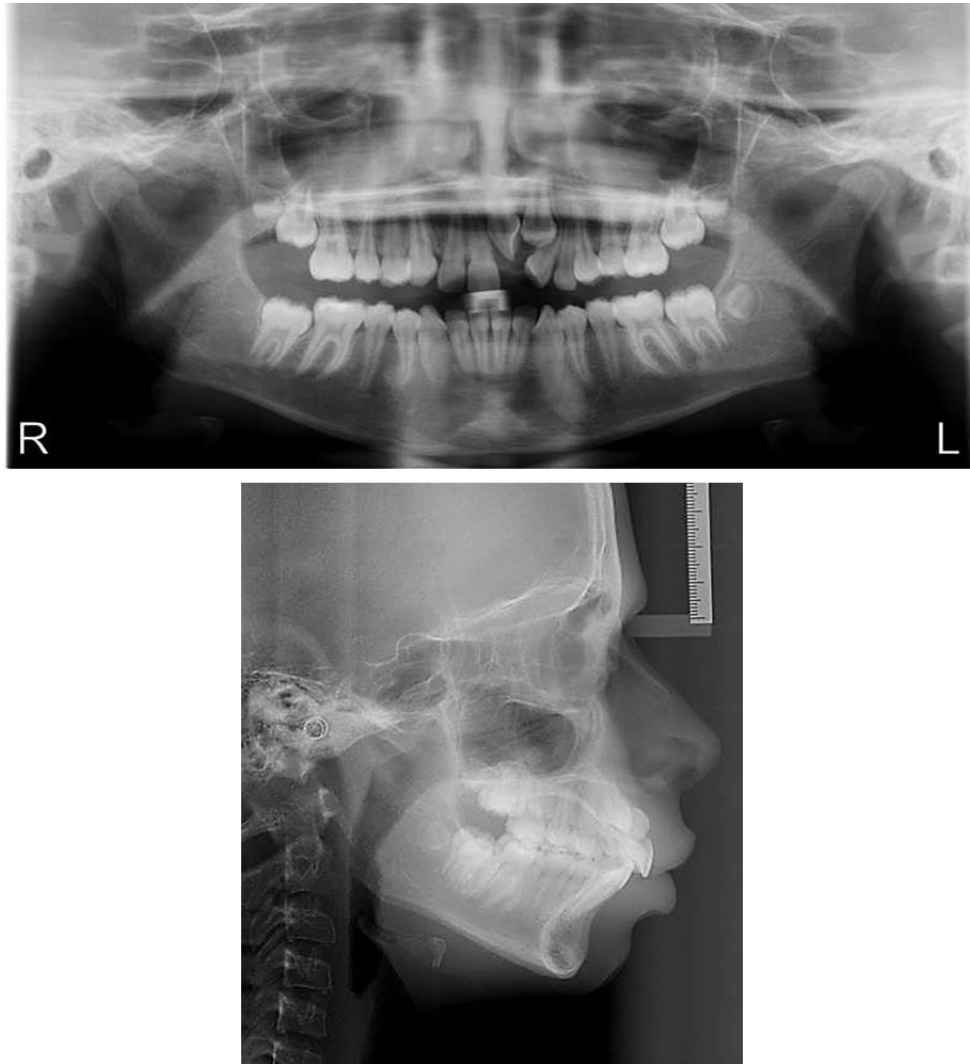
Radiografias Panorâmica e Telerradiografia iniciais
